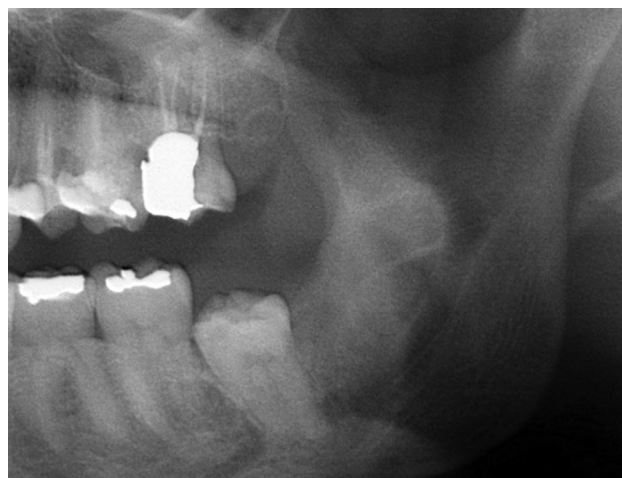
Ortopantomografia após 2 anos onde é visível a regressão da lesão e se pode verificar uma imagem de possível regeneração óssea.
